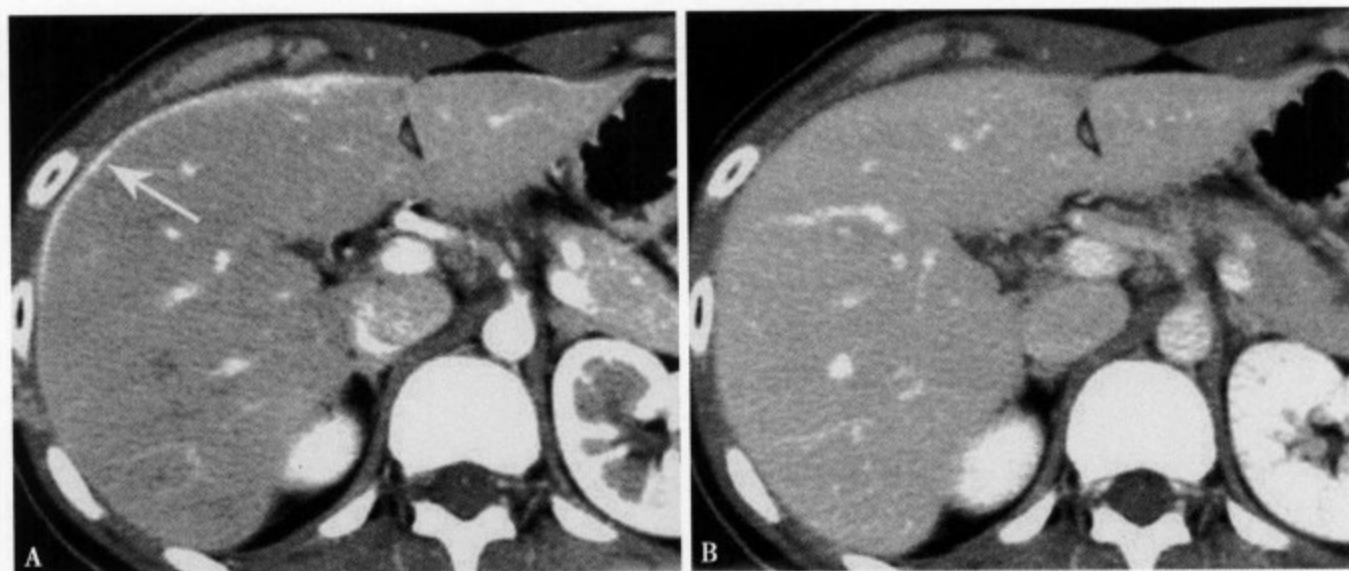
增强 CT 动脉期 (A) 显示肝右叶前、外侧及左叶前缘明显的线样强化；门脉期 (B) 病变强化不明显
